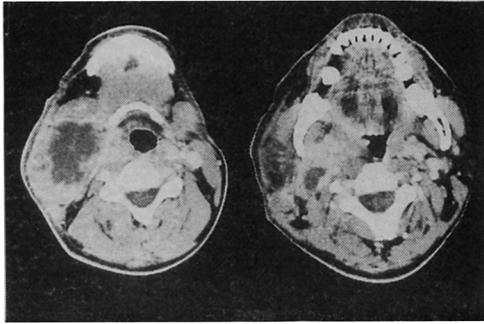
CT scan of visceral vascular abscess with extension to parapharyngeal space
